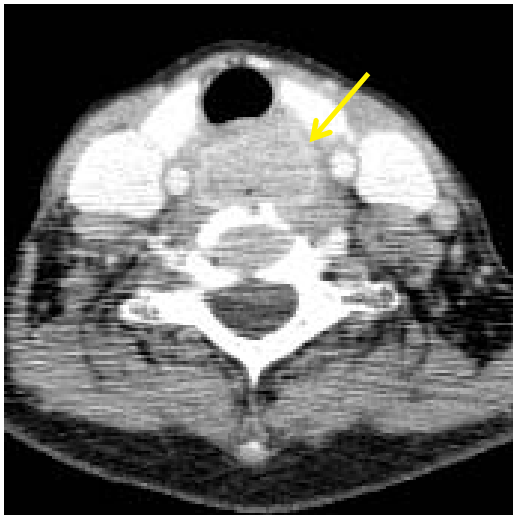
造影CT検査にて頸部食道に全周性の壁肥厚を認めた。
